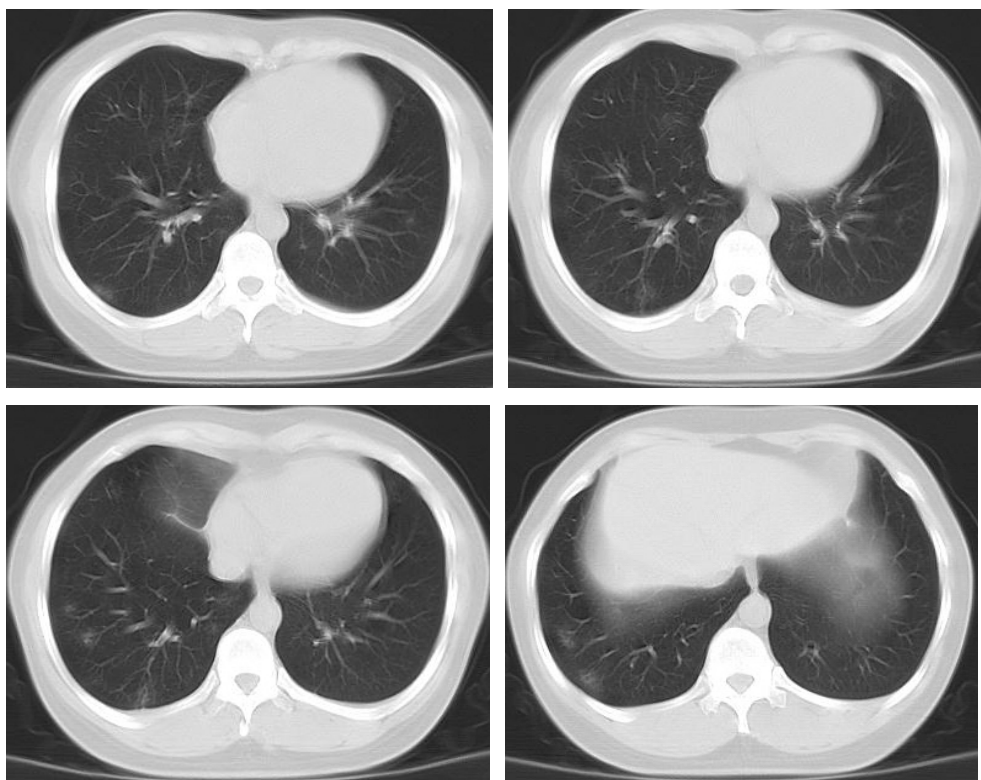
女，37岁，新型冠状病毒肺炎确诊患者。胸部CT示右肺多发小片状GGO。
